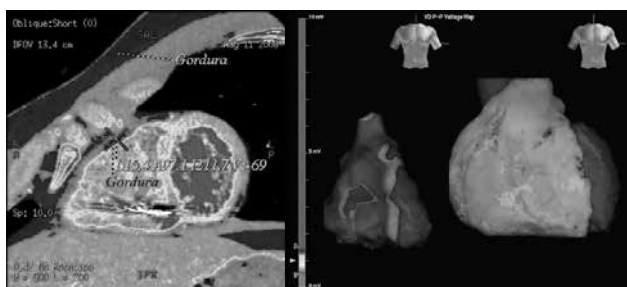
A - Tomografia cardíaca demonstrando infiltração gordurosa no miocárdio do ventrículo direito. B. Mapeamento de voltagem demonstrando extensa área de cicatriz densa (cinza) da parede livre do VD, que se estende da via de saída até a parede inferior
